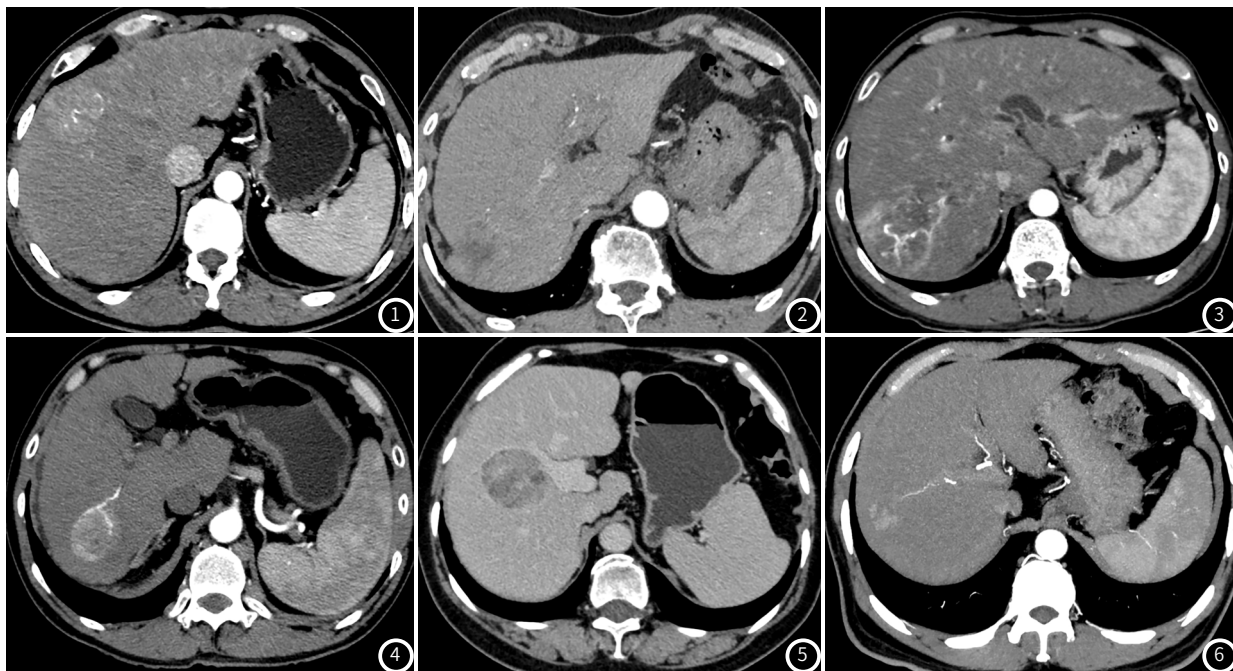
~6 孤立性肝细胞癌微血管侵犯CT图。图1 增强扫描显示右肝出现单发肝癌,边界不清;图2 孤立性肝细胞癌无包膜,边界不清;图3 动静脉内出现瘤栓;图4 右肝发生单发肝癌,边界清晰;图5 肿瘤周围可见较完整包膜;图6 肿瘤侵犯微血管。
